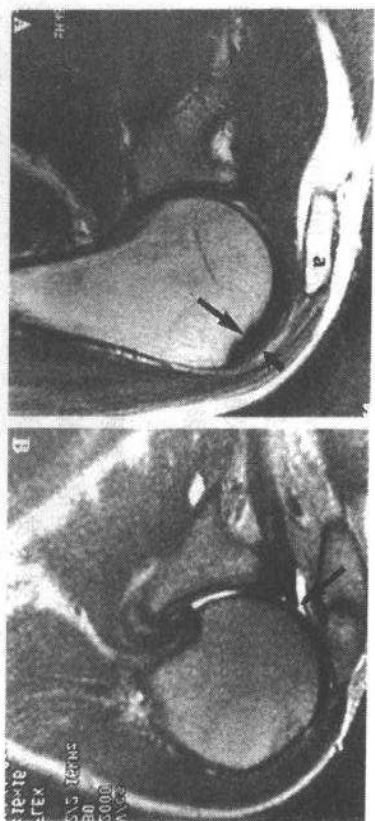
A 正常肩关节 MRI, 冈上肌腱呈均匀和连续弱低信号结构(箭示), 肱骨和肩峰(a)之间的间隙存在。B 慢性肩袖撕裂, 冈上肌肌腱完全断裂至盂肱关节(箭示)水平, 周围有积液。肱骨头明显升高几乎接近肩峰突(称为高骑肩), 这是由于肩袖肌肉萎缩合并慢性肌腱撕裂所致
